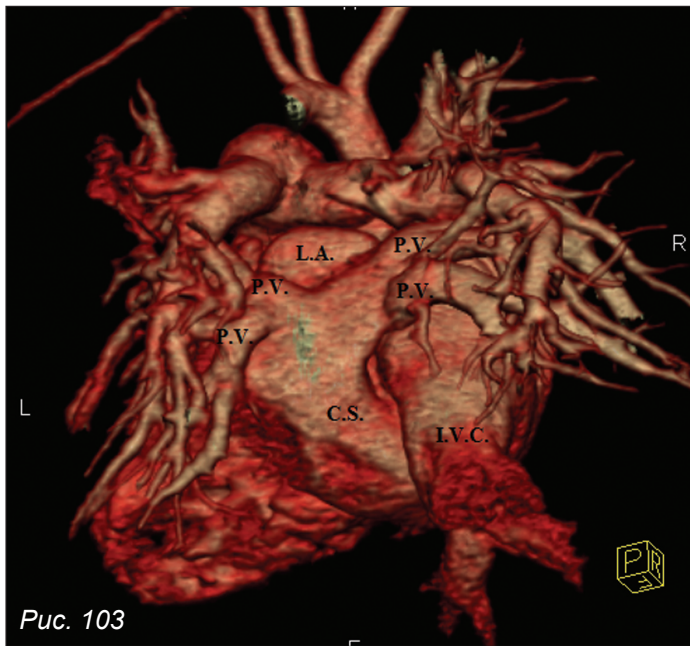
КТ-ангиография органов грудной полости.
